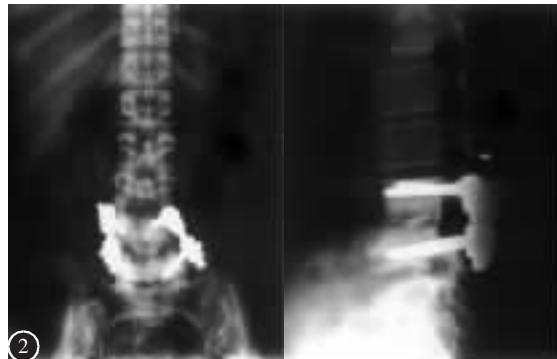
术后19个月正侧位X线片示椎间植骨融合,内固定位置良好
